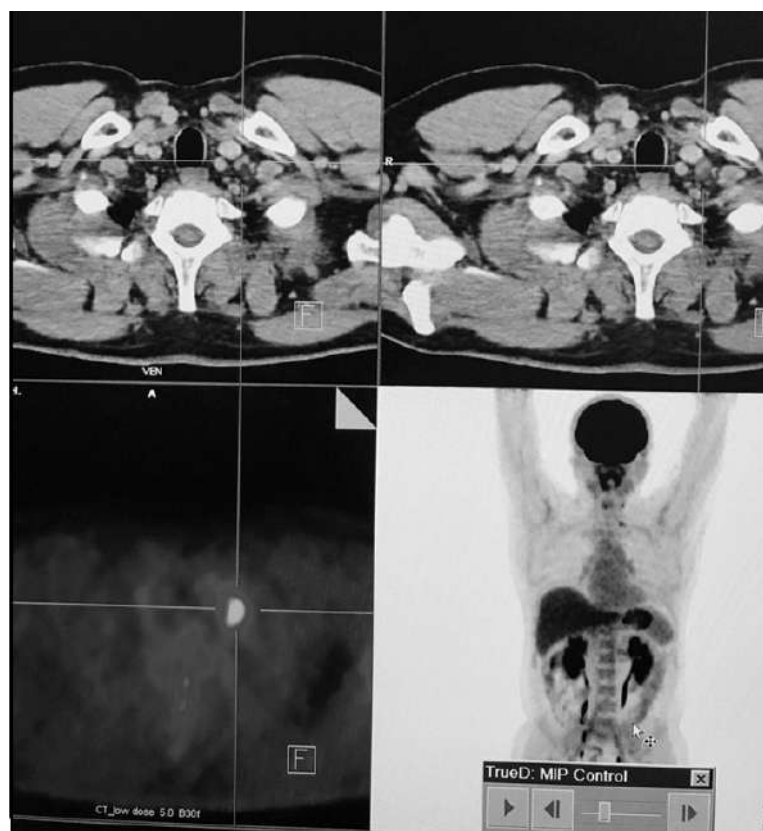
ПЕТ/КТ з ^{18}F -ФДГ. Візуалізується вогнище гіперфіксації ^{18}F -ФДГ у надключичній ділянці справа
